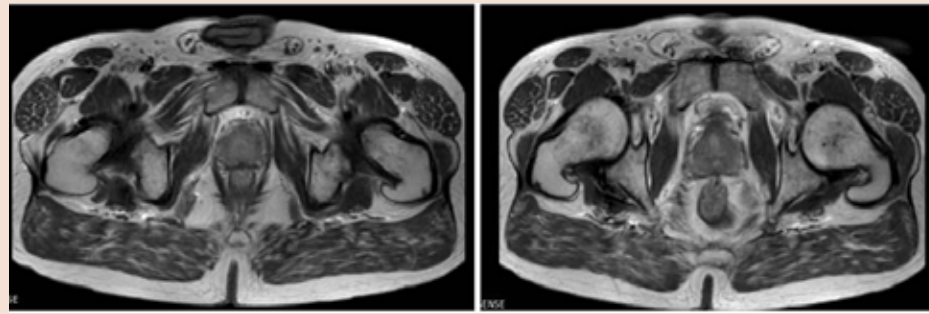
IRM prostática que muestra la apariencia normal de la próstata sin nódulos o lesiones anormales.
